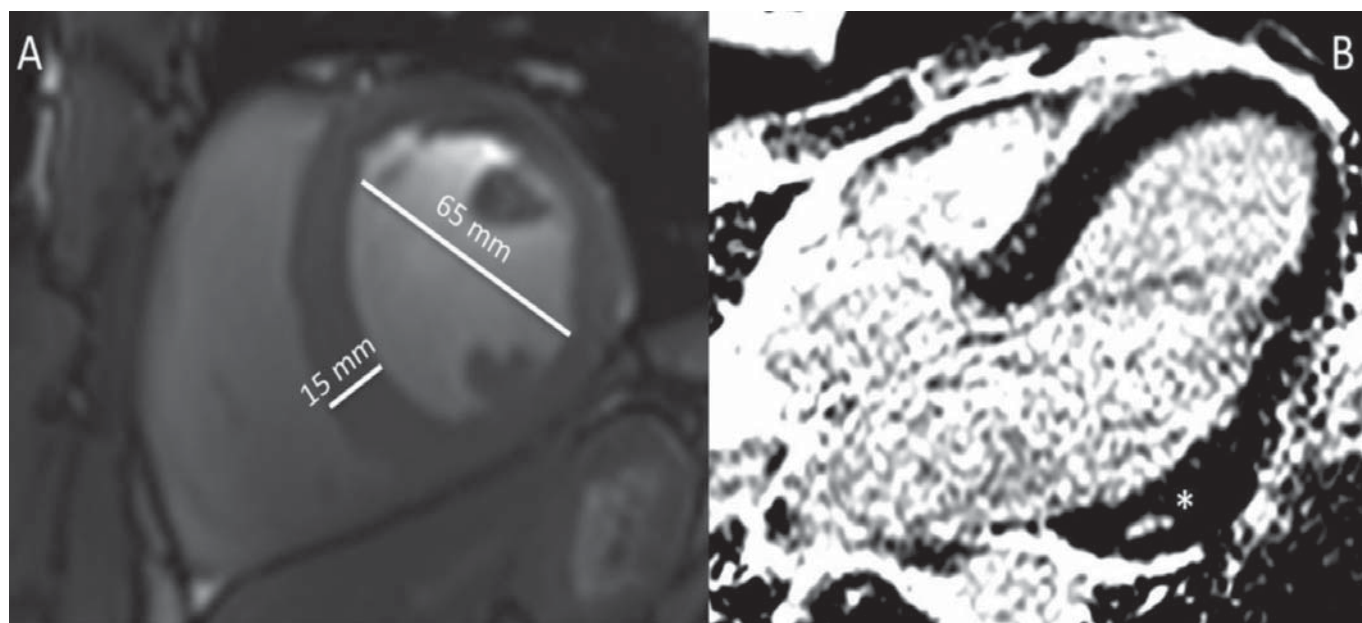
Cardiac magnetic resonance. Steady-state free precession, short-axis image, demonstrating a dilated (65 mm) and hypertrophied (15 mm) left ventricle in a patient who had been abusing anabolic-androgenic steroids (panel A). Late gadolinium enhancement in the inferolateral wall (asterisk \*) of the left ventricle in the same patient (panel B). Reproduced from Sivalokanathan et al. [14]
